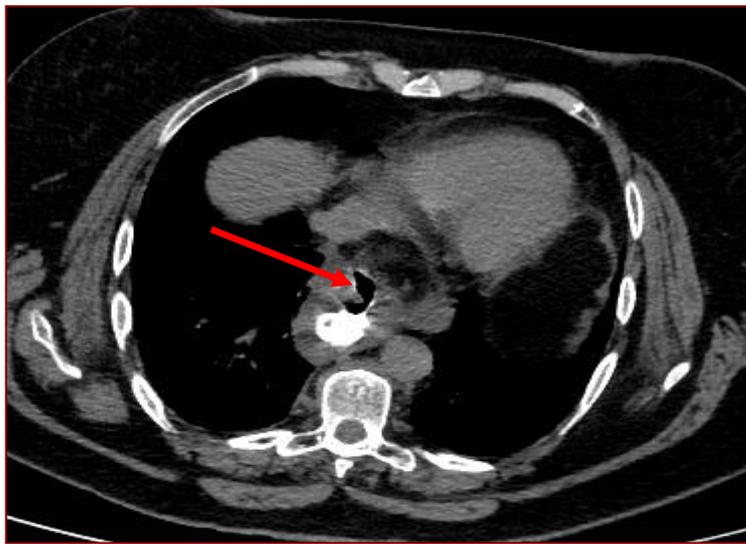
МСКТ органов грудной клетки с пероральным приемом контраста (аксиальная проекция, мягкотканый режим). Стрелкой указан дефект передней стенки пищевода с выходом контраста и небольшого количества газа в заднее средостение.
